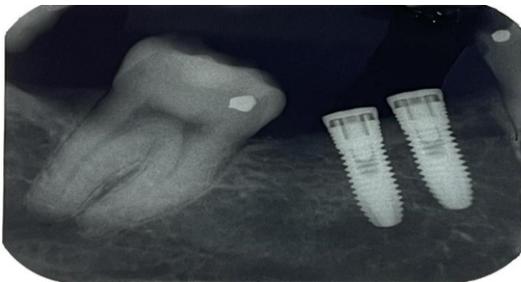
Radiografia periapical após a instalação dos implantes
